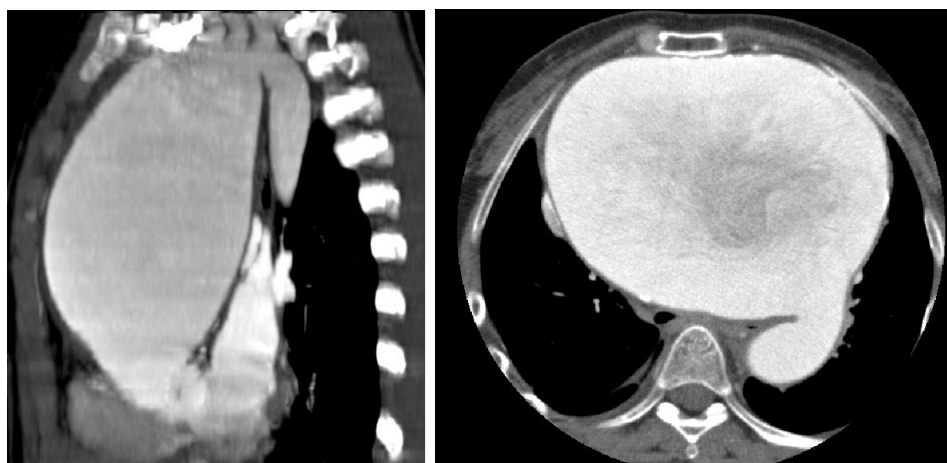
КТ-аортография аневризмы восходящего отдела и дуги аорты.
